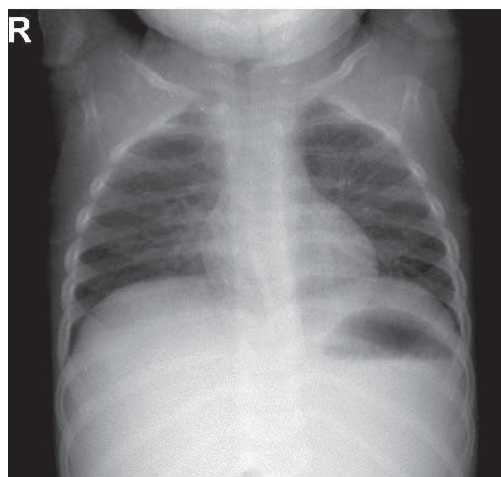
Control chest x-Ray
